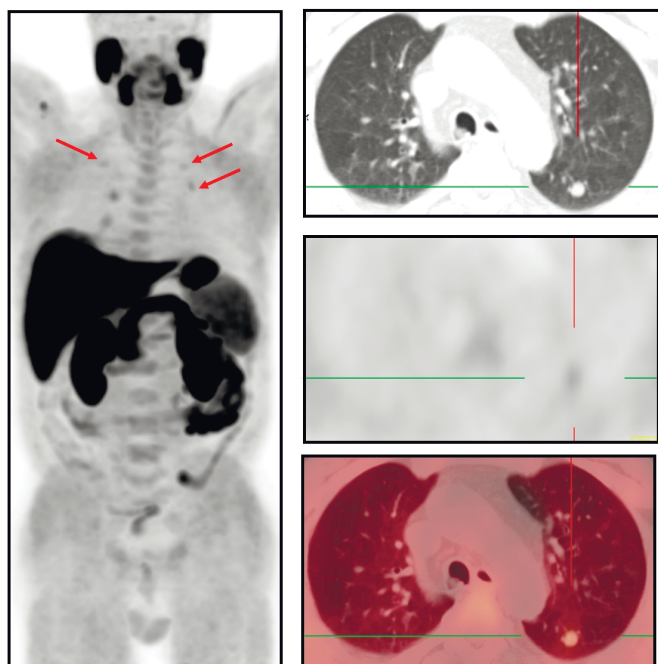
Пациент А., 63 г., $T_2N_0M_0$, Глисон 5, ПСА = 0,4 нг/мл, через 1,3 года после РПЭ. Диагностированы полисегментарно расположенные метастазы в легких (общим количеством до 8). Представлено патологическое накопление ^{11}C -холина в очаге S6 левого легкого размерами 10×8 мм (SUV_{max} до 1,7)
